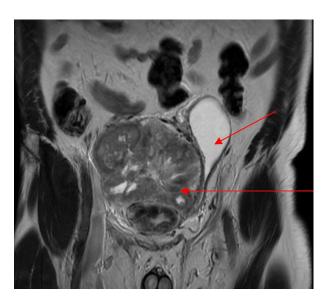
МРТ малого таза (фронтальный срез). Стрелками указана опухоль и оттеснённый мочевой пузырь.
